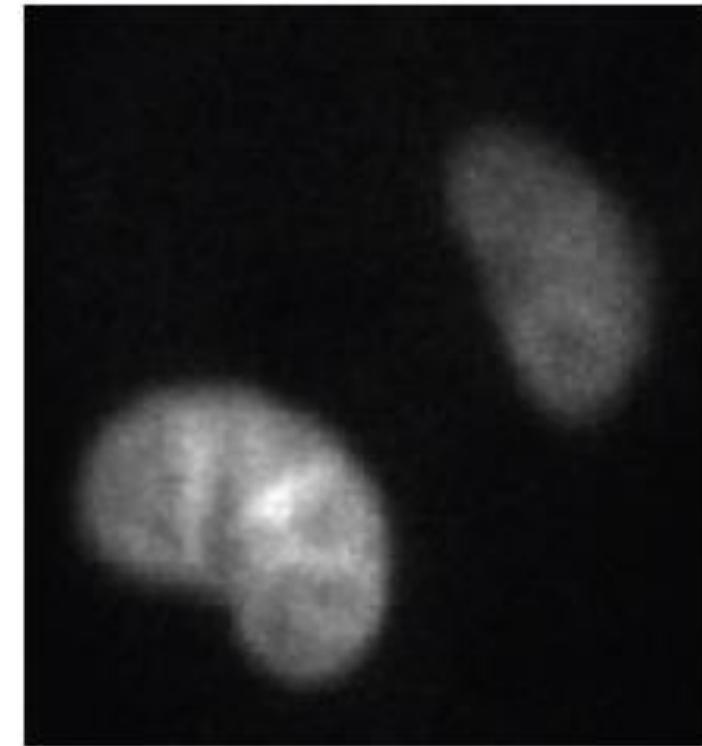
Statička scintigrafija bubrega. (A) Tri standardne projekcije: posteriorna, desna i leva koso-posteriorna. (B) Koso-posteriorne projekcije omogućavaju precizniju detekciju kortikalnih lezija.
